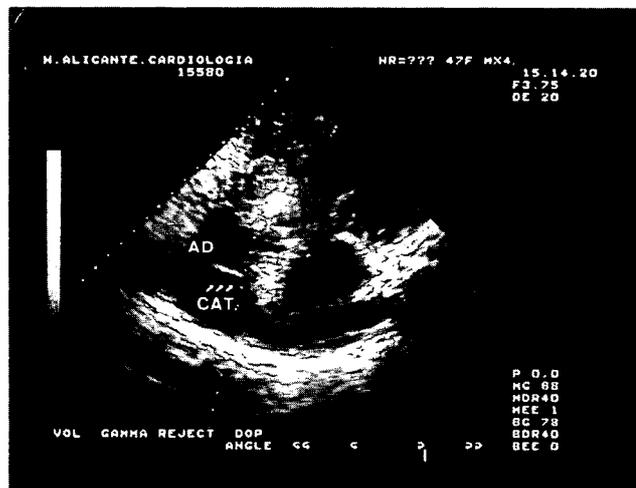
Ecocardiograma que muestra la localización del fragmento del catéter en aurícula derecha.
